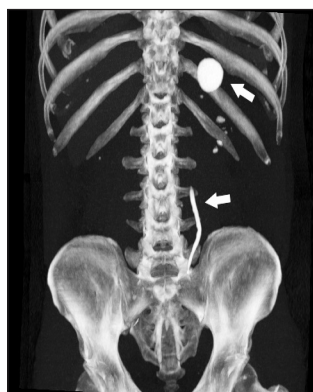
CT scanner réalisé post-lithotritie. Reconstruction MIP épaisse montrant le contenu calcique au sein de l'uretère gauche et la formation ronde polaire supérieure (flèches pleines).
